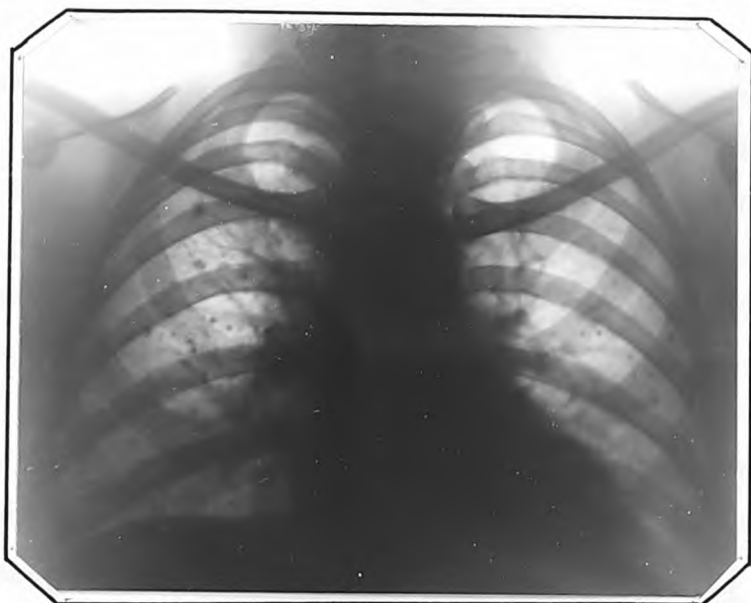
Рентгенограмма т.Н., от 3.1X.1961 г.
